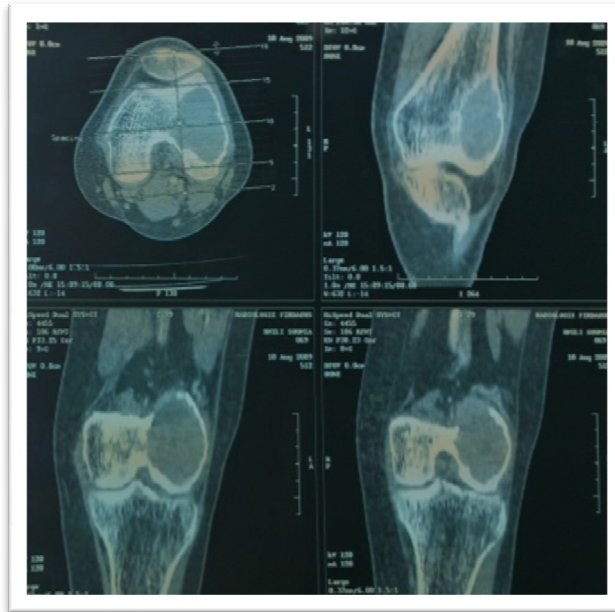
TDM du genou montrant une lésion tumorale au niveau du fémur gauche (cas 5).
